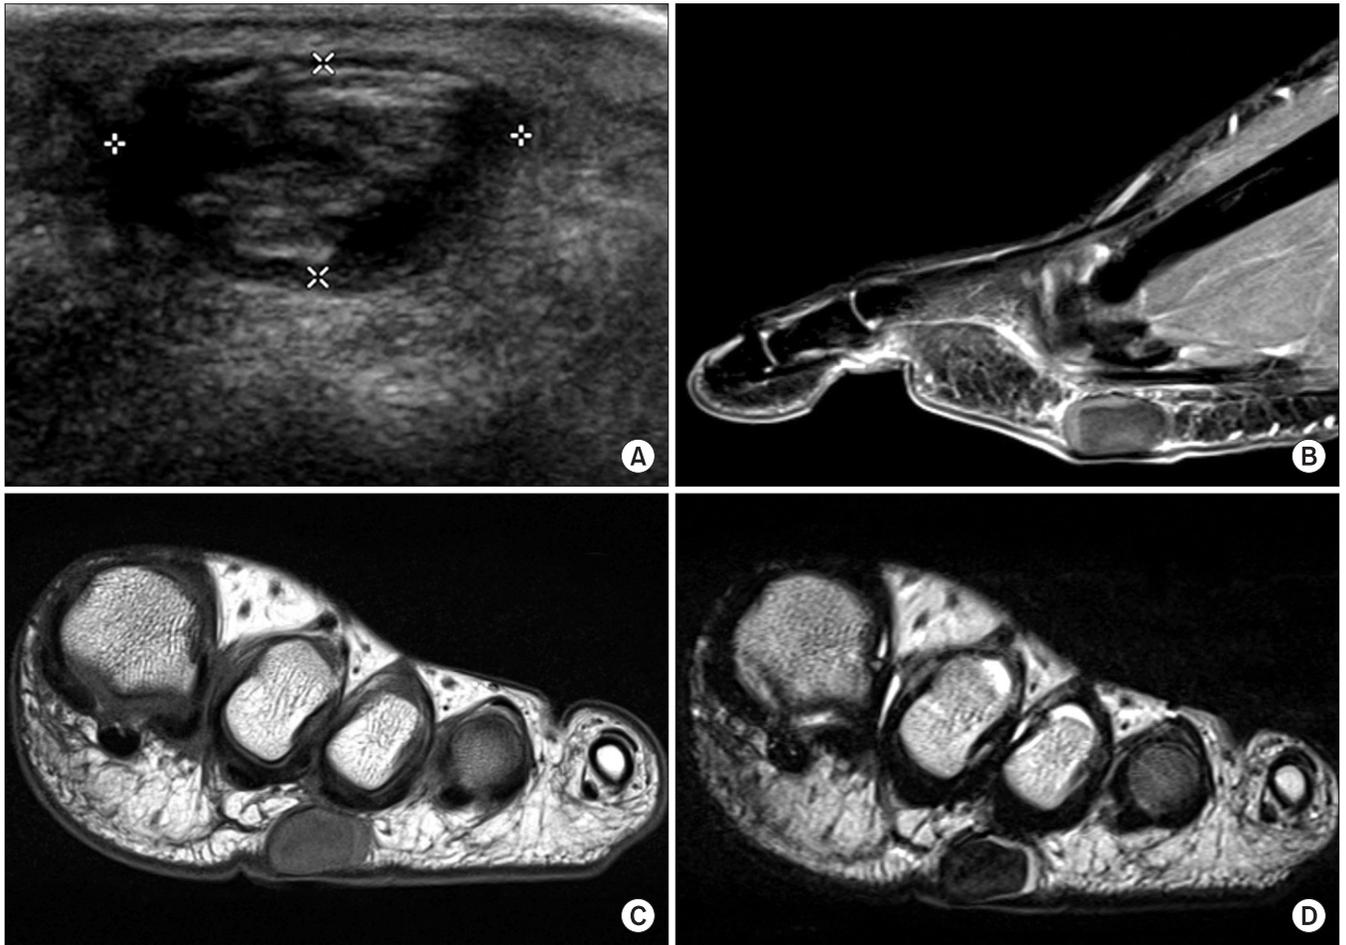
Ultrasonographic findings (A) showing a well-defined hypoechoic mass with a smooth margin. The 24×27×29 mm sized, well-defined, soft tissue mass was located in the plantar subcutaneous layer. The central portion of the mass demonstrated intermediate signal intensity by T1-weighted imaging (C), low signal intensity by T2-weighted imaging (D), and a high signal intensity at its periphery by T1 and T2-weighted imaging. Enhanced sagittal magnetic resonance image showed epidermal wall enhancement (B).
